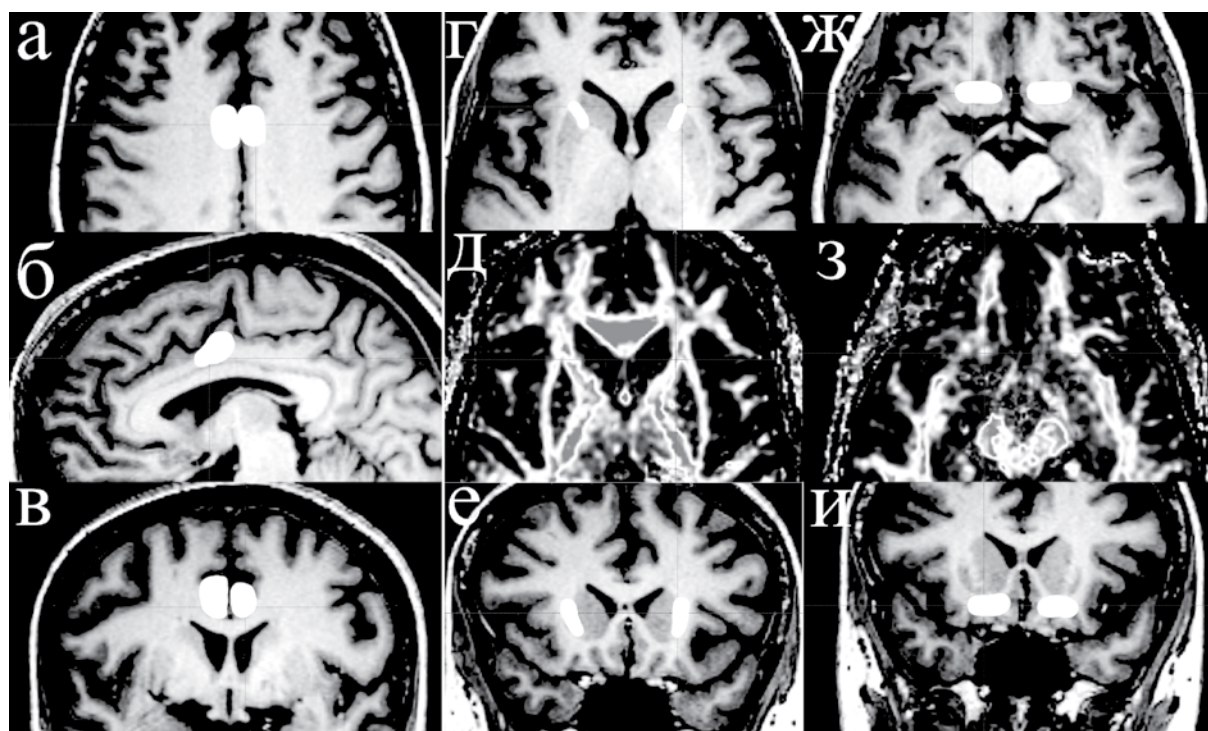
Мишени для аблятивных операций (зона деструкции на анатомических изображениях выделена белым): цингулотомия — T1-взвешенная МРТ головного мозга в аксиальной (а), сагиттальной (б) и коронарной (в) проекциях; передняя капсулотомия — T1-взвешенная МРТ головного мозга в аксиальной проекции (г), карта фракционной анизотропии на том же уровне (д) и T1-взвешенная МРТ головного мозга в коронарной проекции (е); инноминалотомия — T1-взвешенная МРТ головного мозга в аксиальной проекции (ж), карта фракционной анизотропии на том же уровне (з) и T1-взвешенная МРТ головного мозга в коронарной проекции (и)
